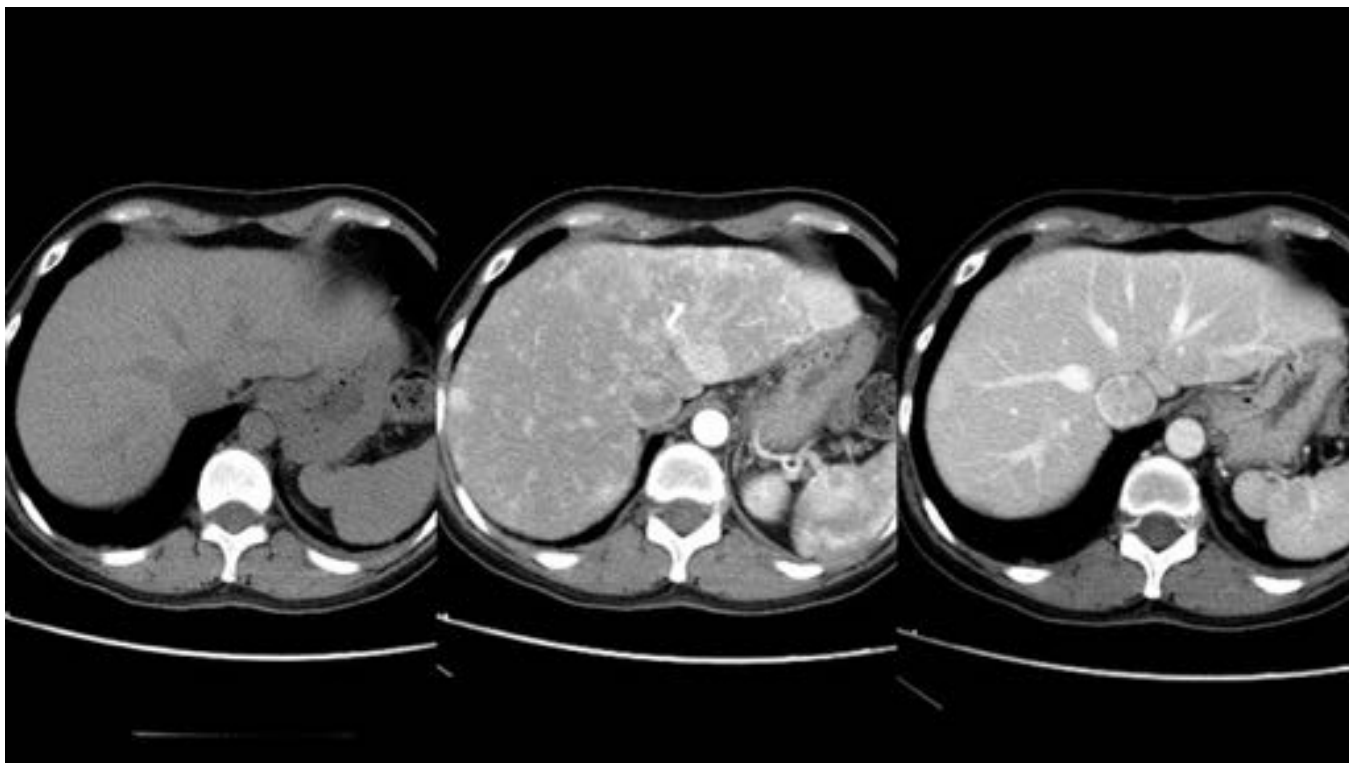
TELANGIECTASIAS. TC hepático basal, arterial y portal. Múltiples focos milimétricos
